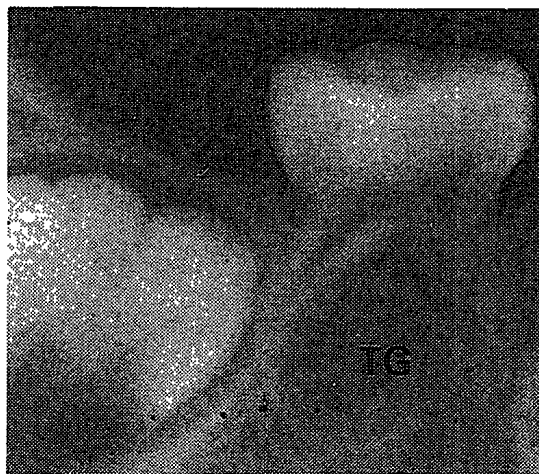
乳歯の下に成長発育途上の永久歯胚（TG）が存在する（X線写真）
